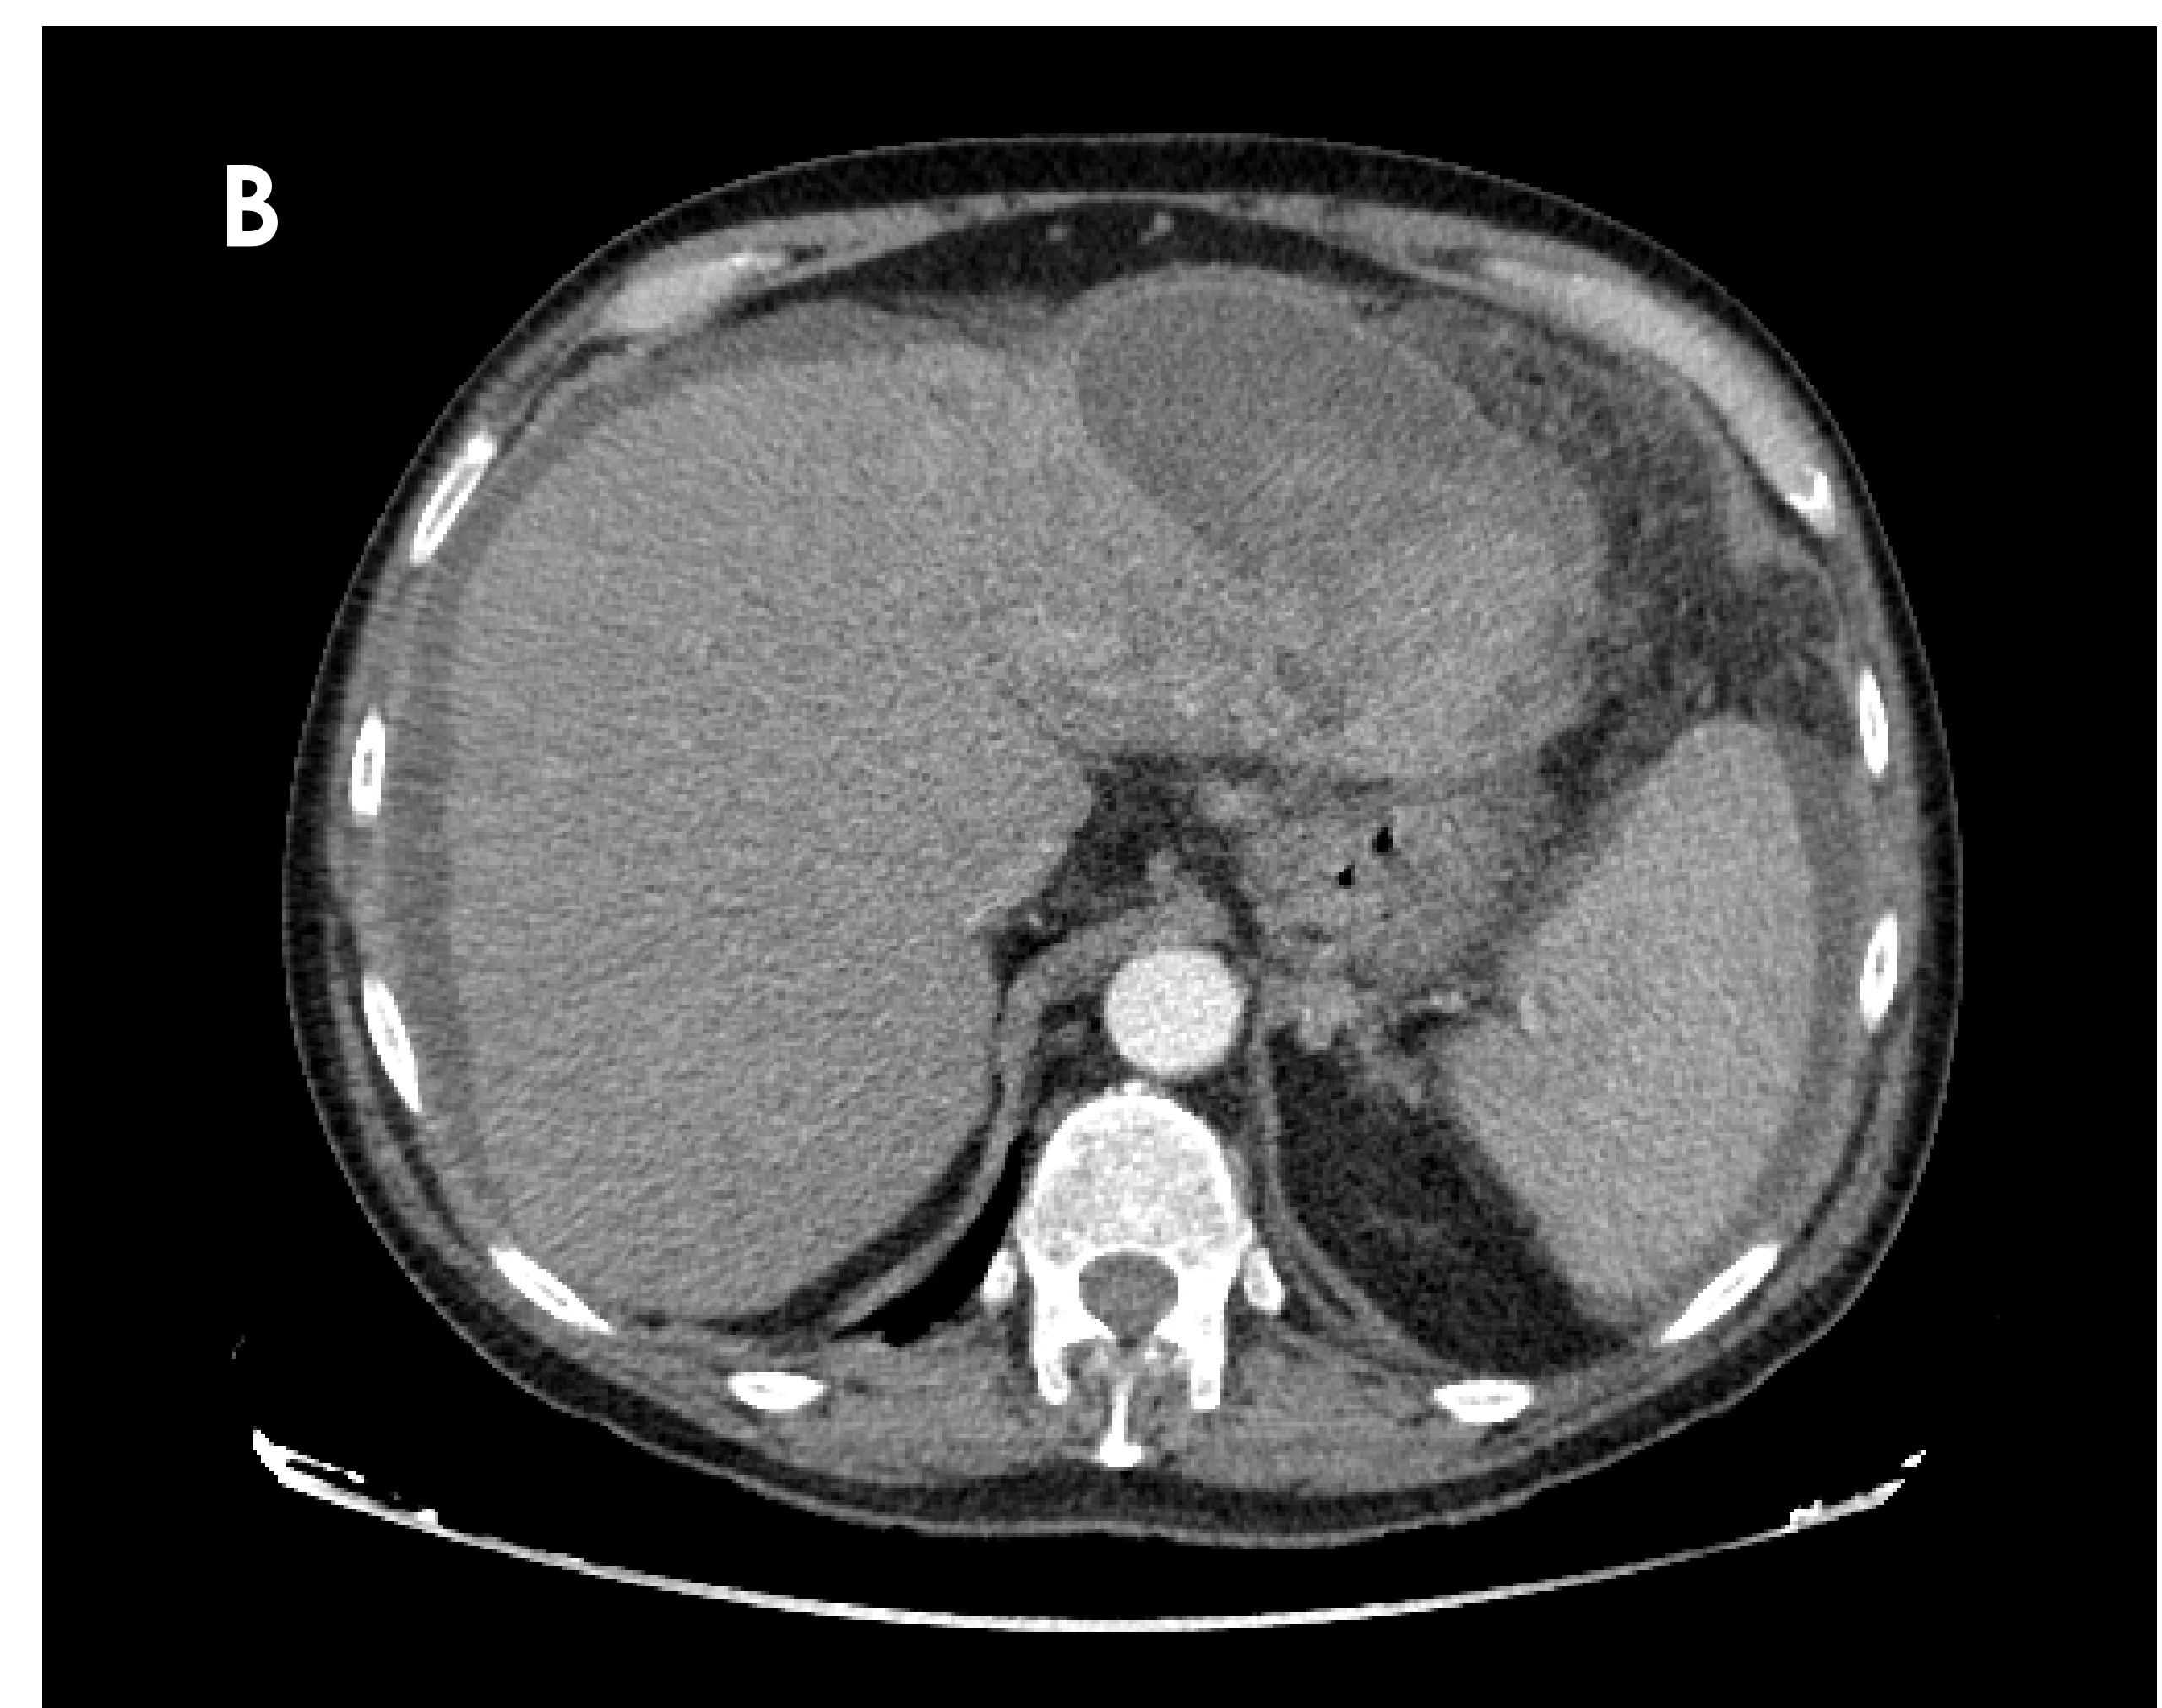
Lesión hepática compatible con hepatocarcinoma en el momento del diagnóstico. En primera ecografía (A) se visualizaban varias lesiones, la mayor de ellas en LHI, de aspecto heterogéneo y mal delimitadas. En el primer estudio de TC (B), postpunción, se visualiza dicha lesión con un hematoma anterior como complicación de la BAG realizada.
